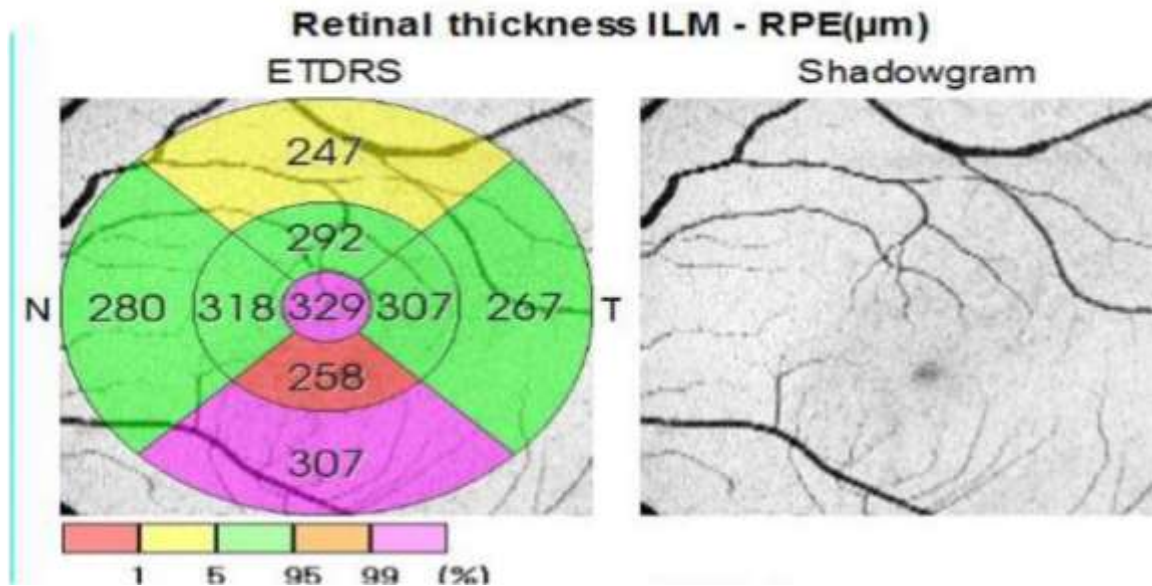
Оптична когерентна томографія для визначення профілю сітківки.
